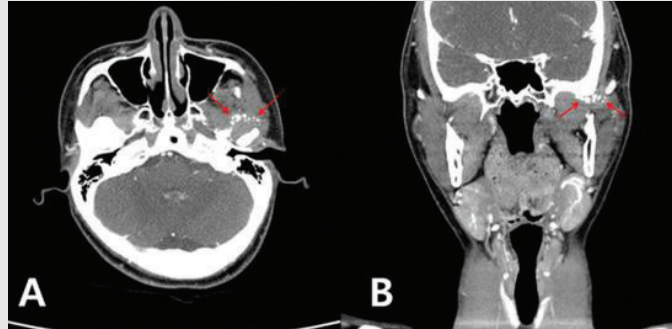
Enhanced CT image. (A) Axial view. (B) Coronal view. Multiple tiny calcified mass was noted in the left temporomandibular joint (red arrow).
